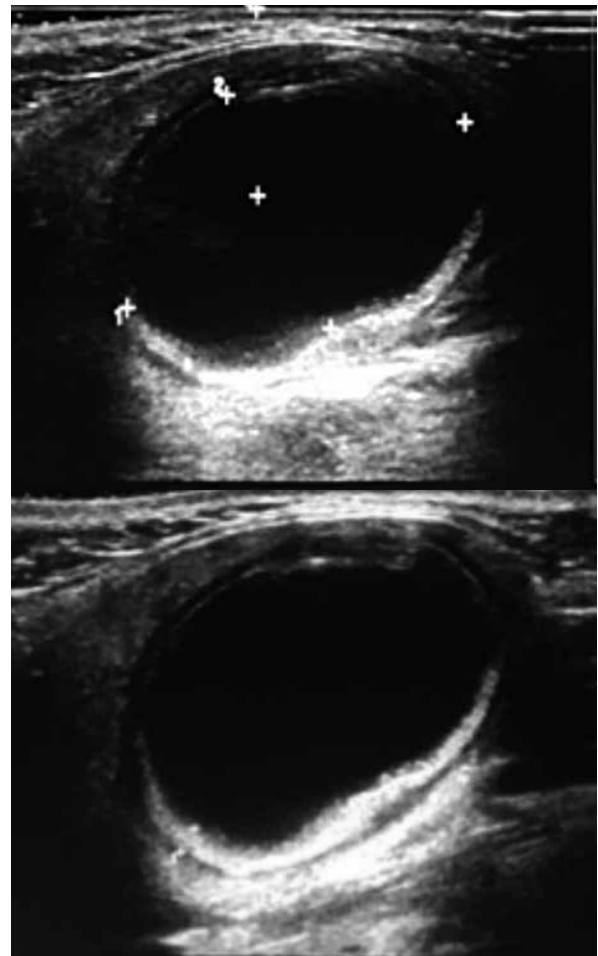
Ecografía submaxilar derecha. Imagen quística ovoidea, de paredes engrosadas, con refuerzo posterior y discreto sedimento en su interior. Se evidencia el "signo de la doble pared".
